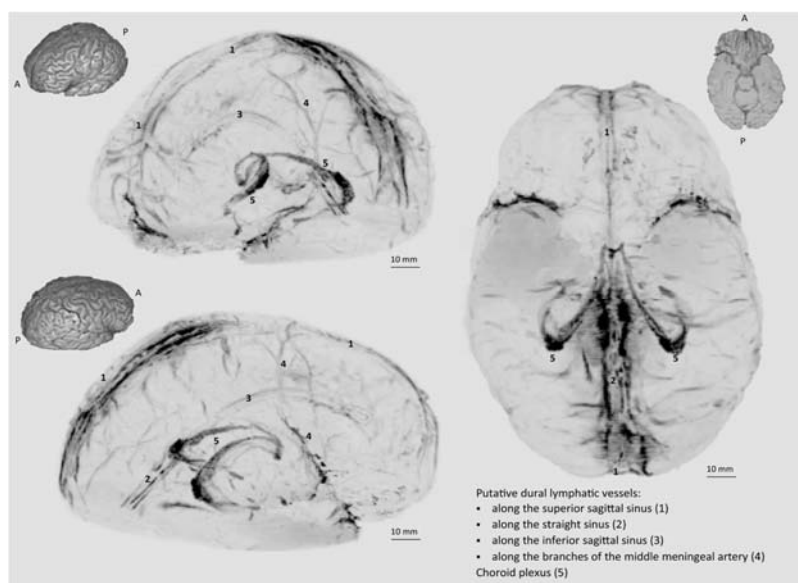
3D-реконструкция дуральных лимфатических сосудов (черный цвет) на основе МРТ головного мозга 47-летней женщины [38]
